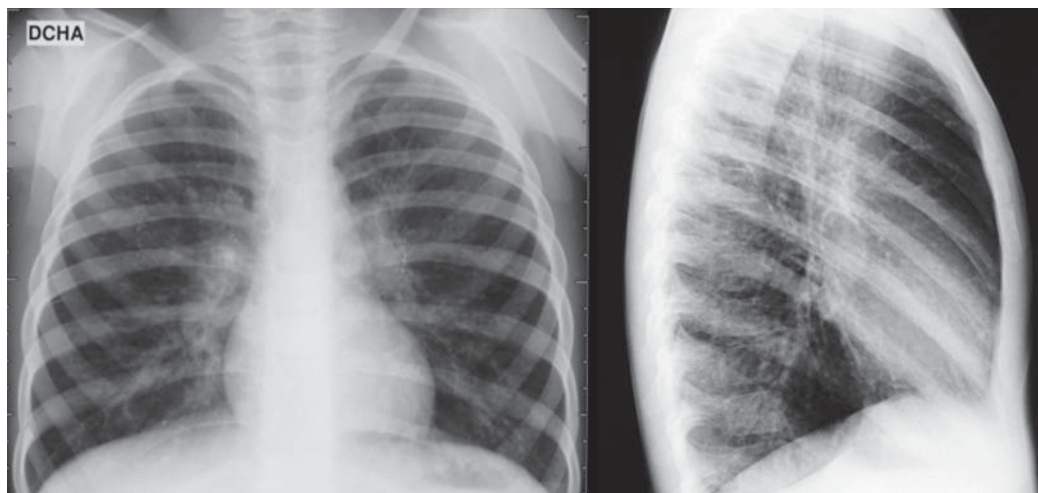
Radiografías anteroposterior y lateral de tórax que evidencia signos de hiperinsuflación pulmonar. Infiltrados perihiliares peribronquiales y en bases.
